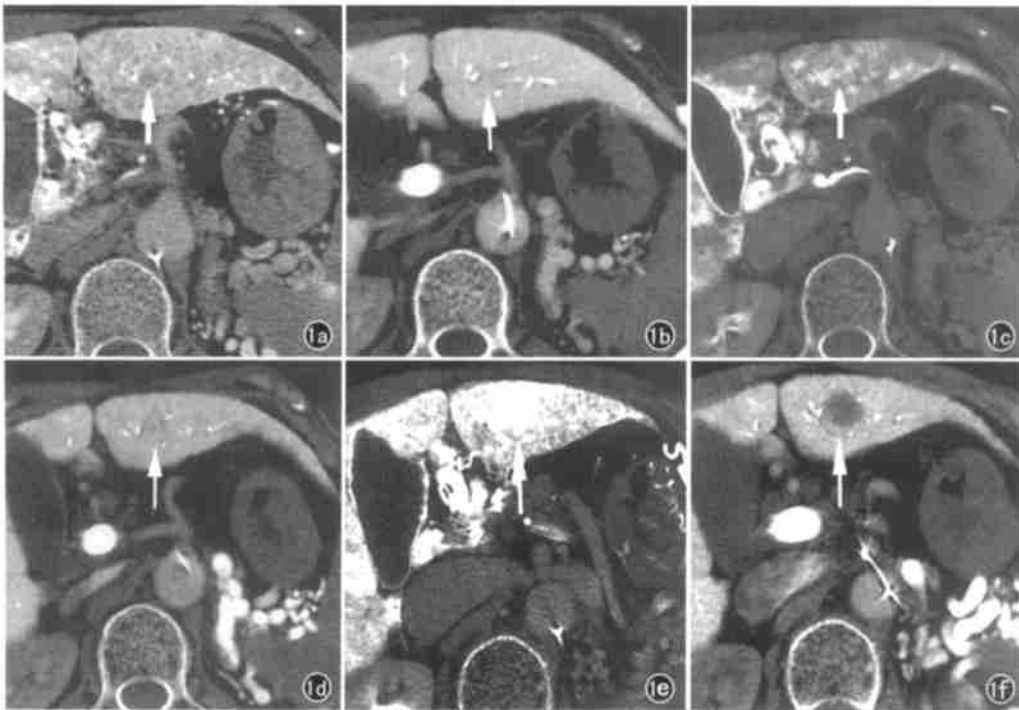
肝结节的逐步演变过程及伴随的血供变化(随访27个月)。a) 结节在肝动脉期CT(CTHA)上为低密度(箭); b) 动脉性门静脉期CT(CTAP)显示稍低密度(箭),二者提示该结节是以门静脉血供为主的良性结节; c) 15个月以后,CTHA示结节中心高密度灶(箭); d) 同期CTAP示结节内低密度灶(箭),提示该结节中心区开始转化为以肝动脉血供为主; e) 27个月后,CTHA上整个结节表现为高密度(箭); f) 同期CTAP上整个结节呈低密度,二者提示该结节已经完全演变为小HCC灶(箭)。
